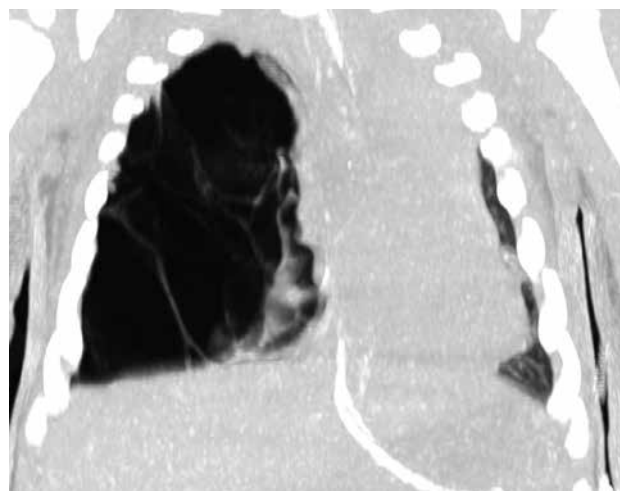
TC de lactante de 3 meses con MPCA tipo IV (blastoma pleuropulmonar tipo I). Grandes quistes de paredes finas en lóbulo superior de pulmón derecho.
